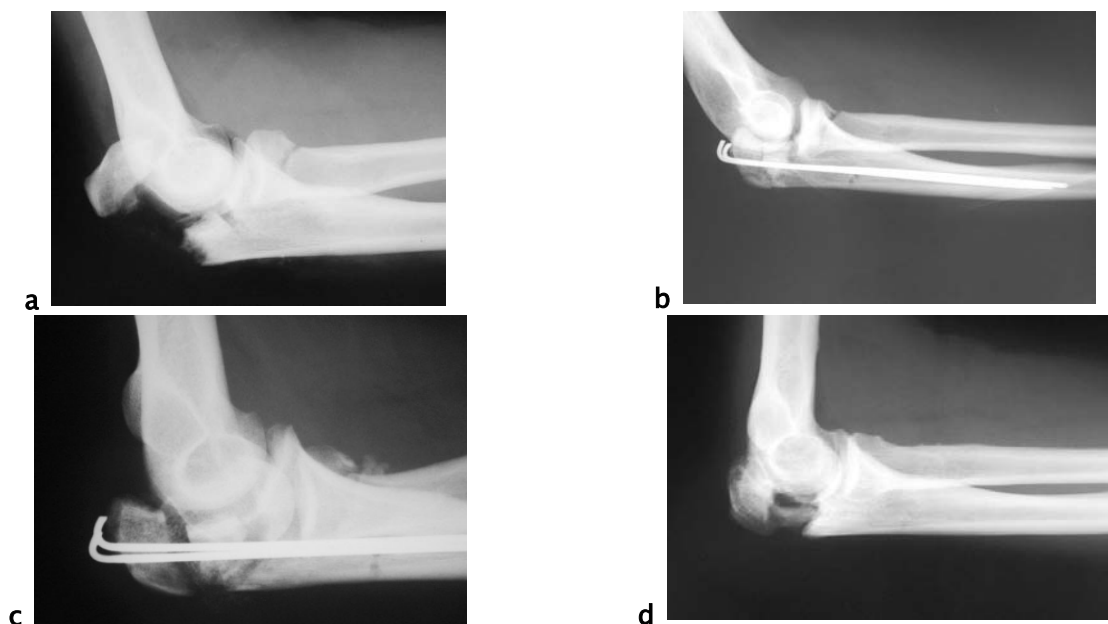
Figure ,66: double brochage haubanage d'une fracture de l'olécrane Mayo IIA Radiographie de face, B. Radiographie de profil. [39]
